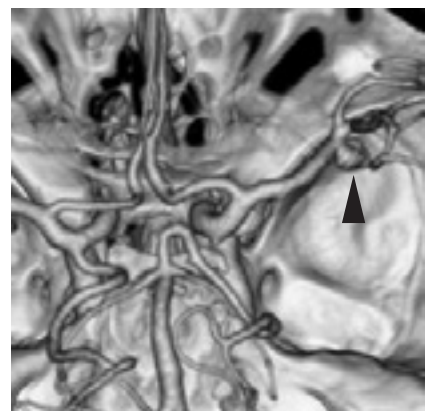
図4の症例の3D-CTA（▲右中大脳動脈に動脈瘤が見られる）
